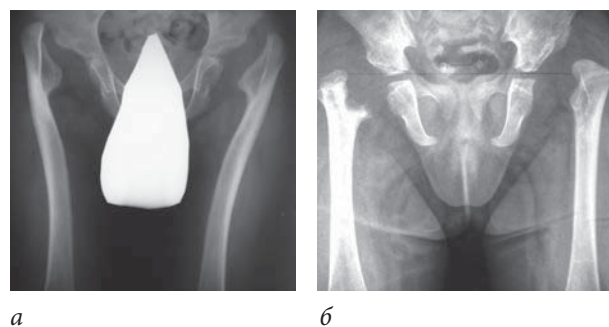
Рентгенограммы тазобедренных суставов больных Г., 5 лет (а), и И., 1,5 лет (б), с двусторонними патологическими вывихами бедер
